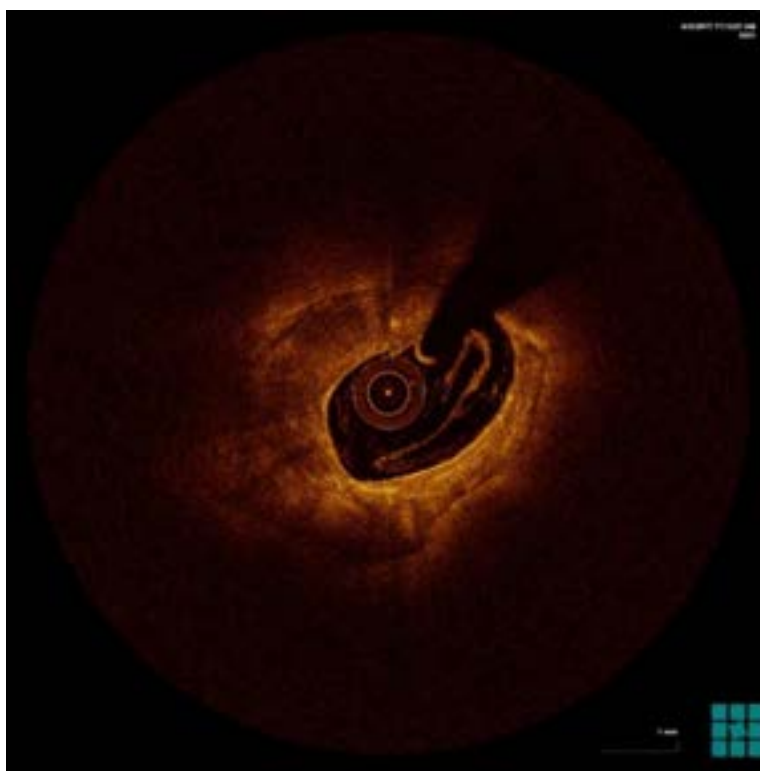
Визуализация кальцинатов с помощью оптической когерентной томографии (кальцинаты определяются вдоль всей окружности просвета сосуда, т.е. в 4 квадрантах)
